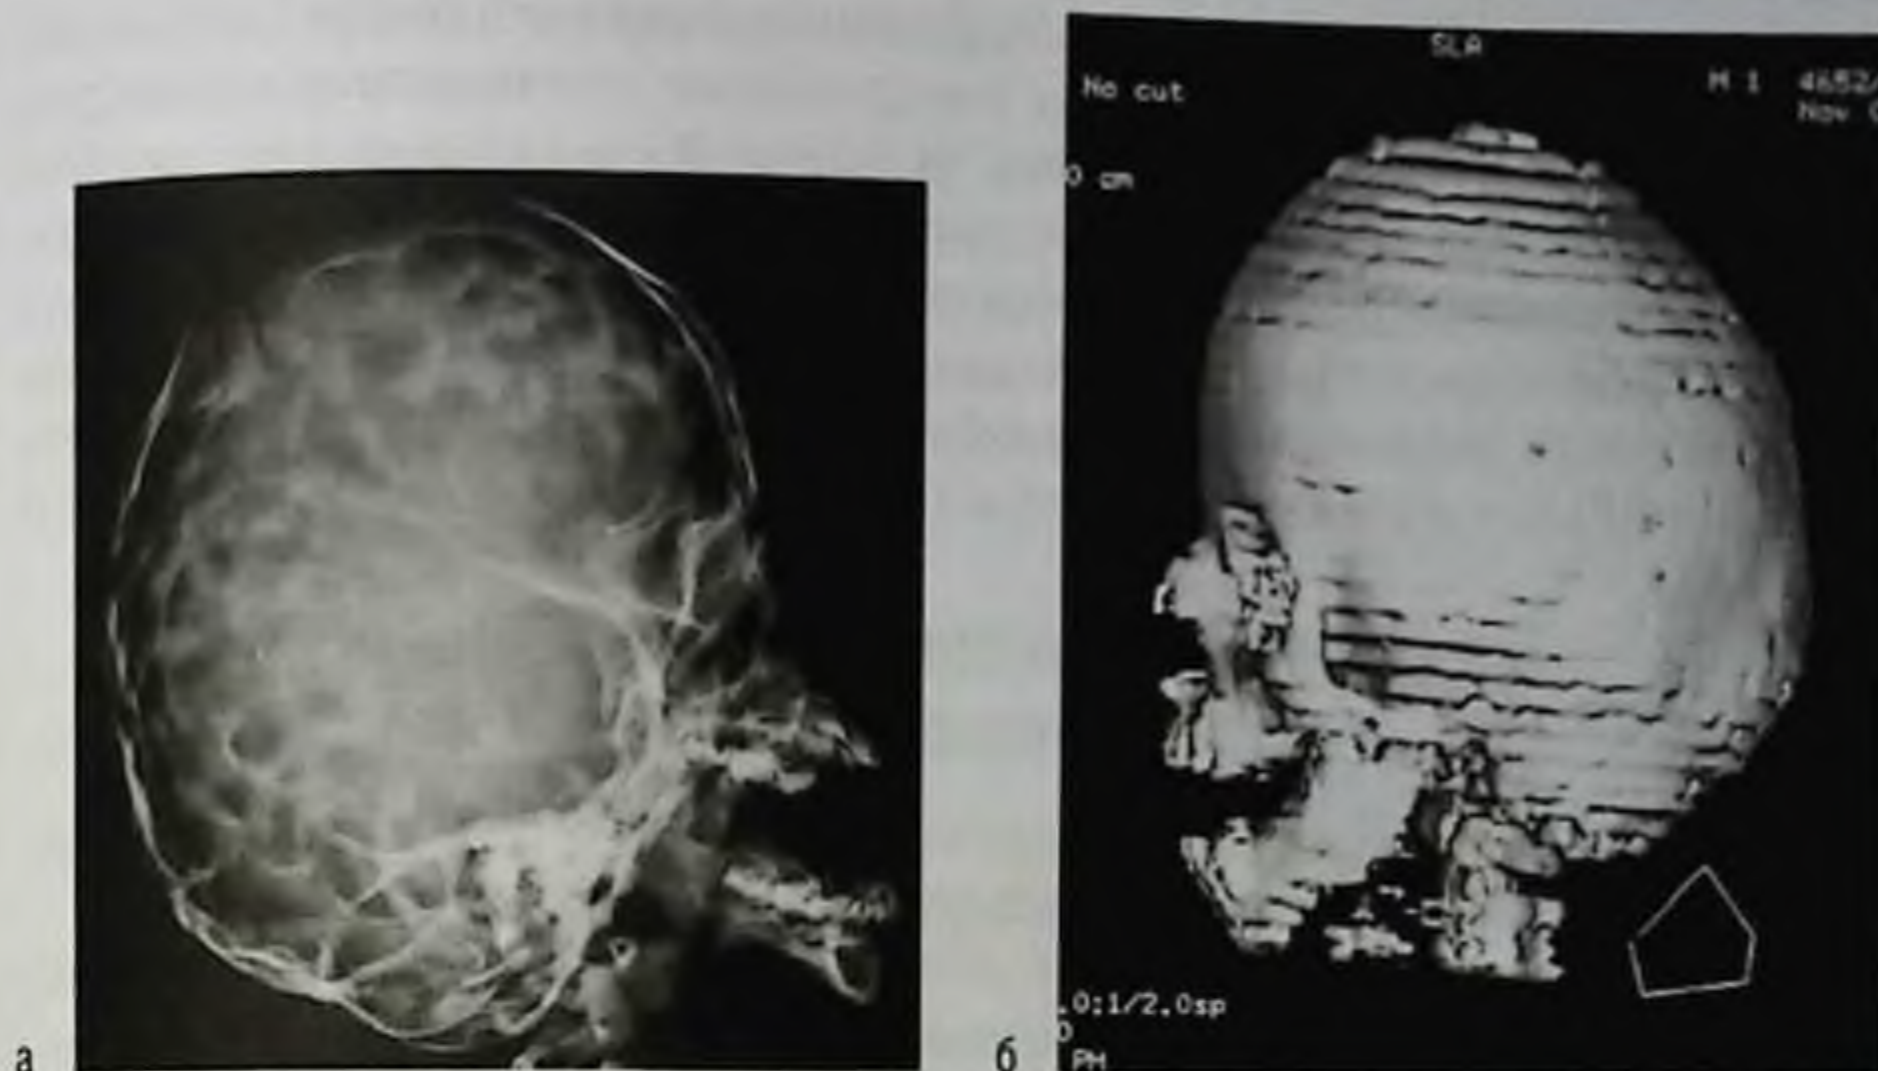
Синдром Крузона: а — рентгенограмма черепа; б — компьютерная томограмма, трехмерная реконструкция
